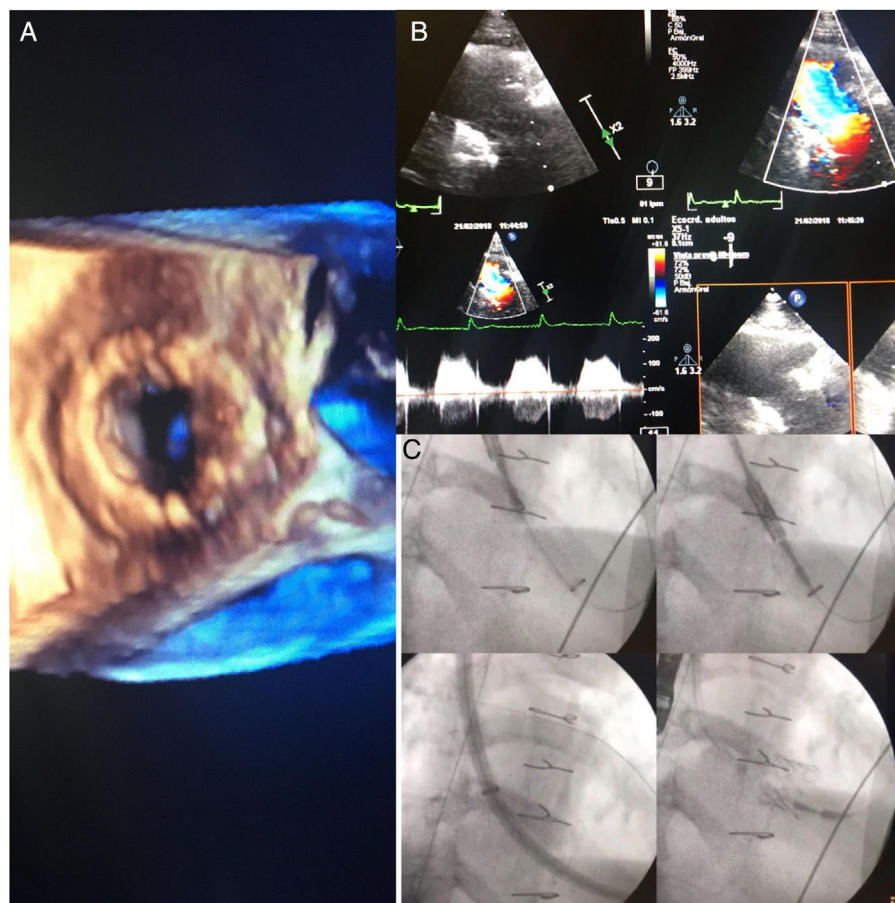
Ecocardiografía y angiografía de control.
